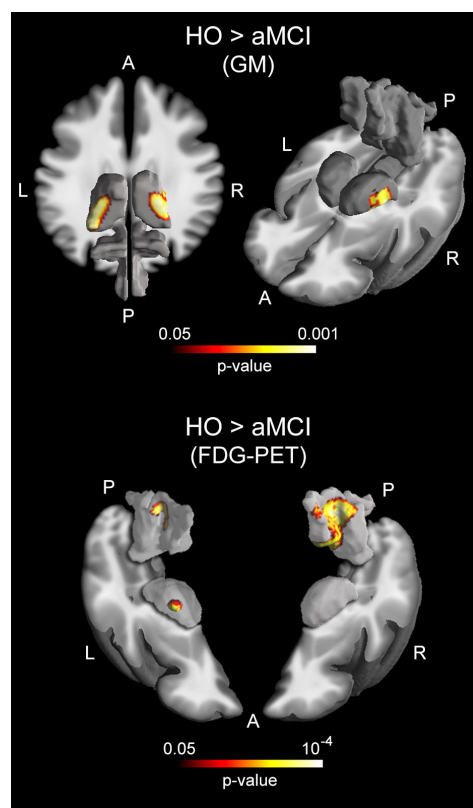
Group differences in GM and glucose consumption of cerebral regions involved in the generation of alpha rhythms ($p < 0.05$; controlled for FWE). *Upper panel:* GM changes restricted to bilateral regions of the thalamus. *Bottom panel:* FDG-PET changes restricted to bilateral regions of the precuneus and left thalamus. A anterior, P posterior, L left; R right
